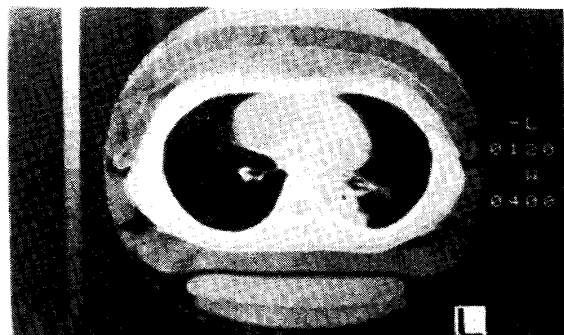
A cystic low density lesion was found in the anterior mediastinum in CT scan.
